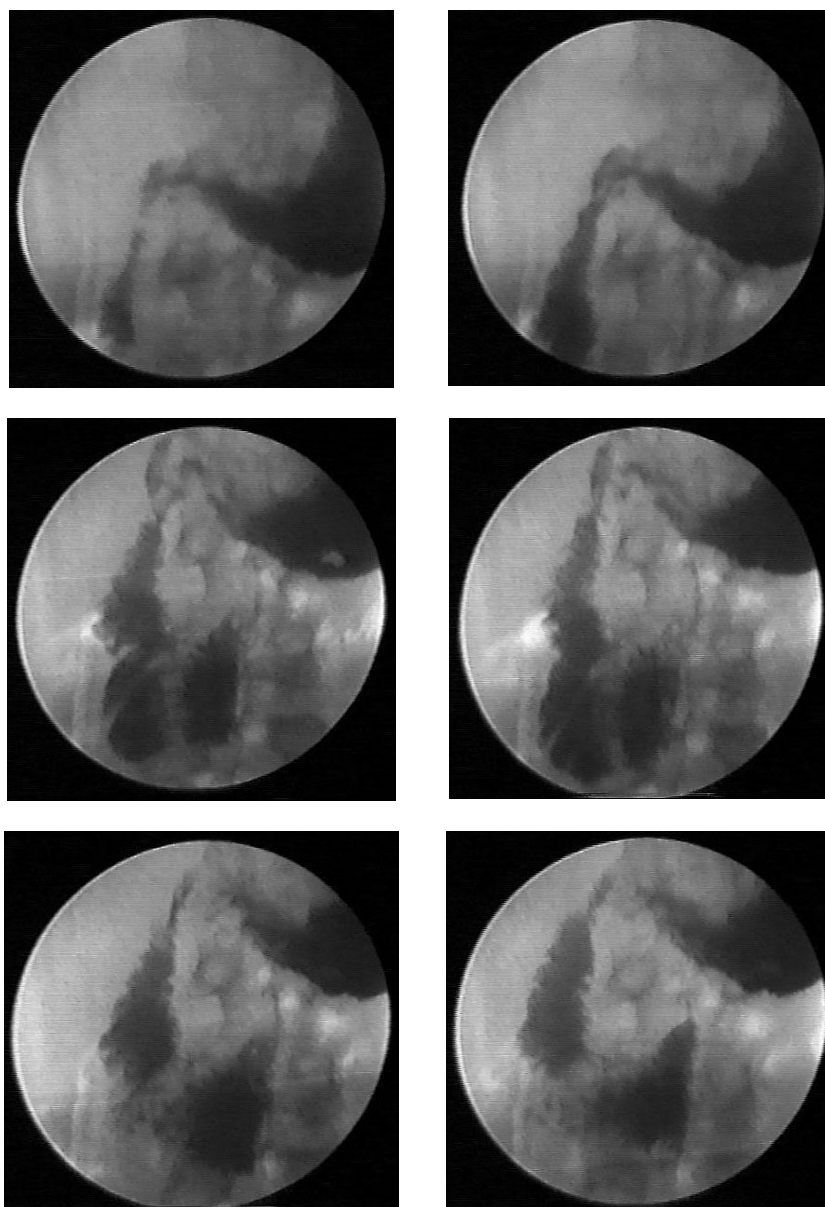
Рентгенограмма.
